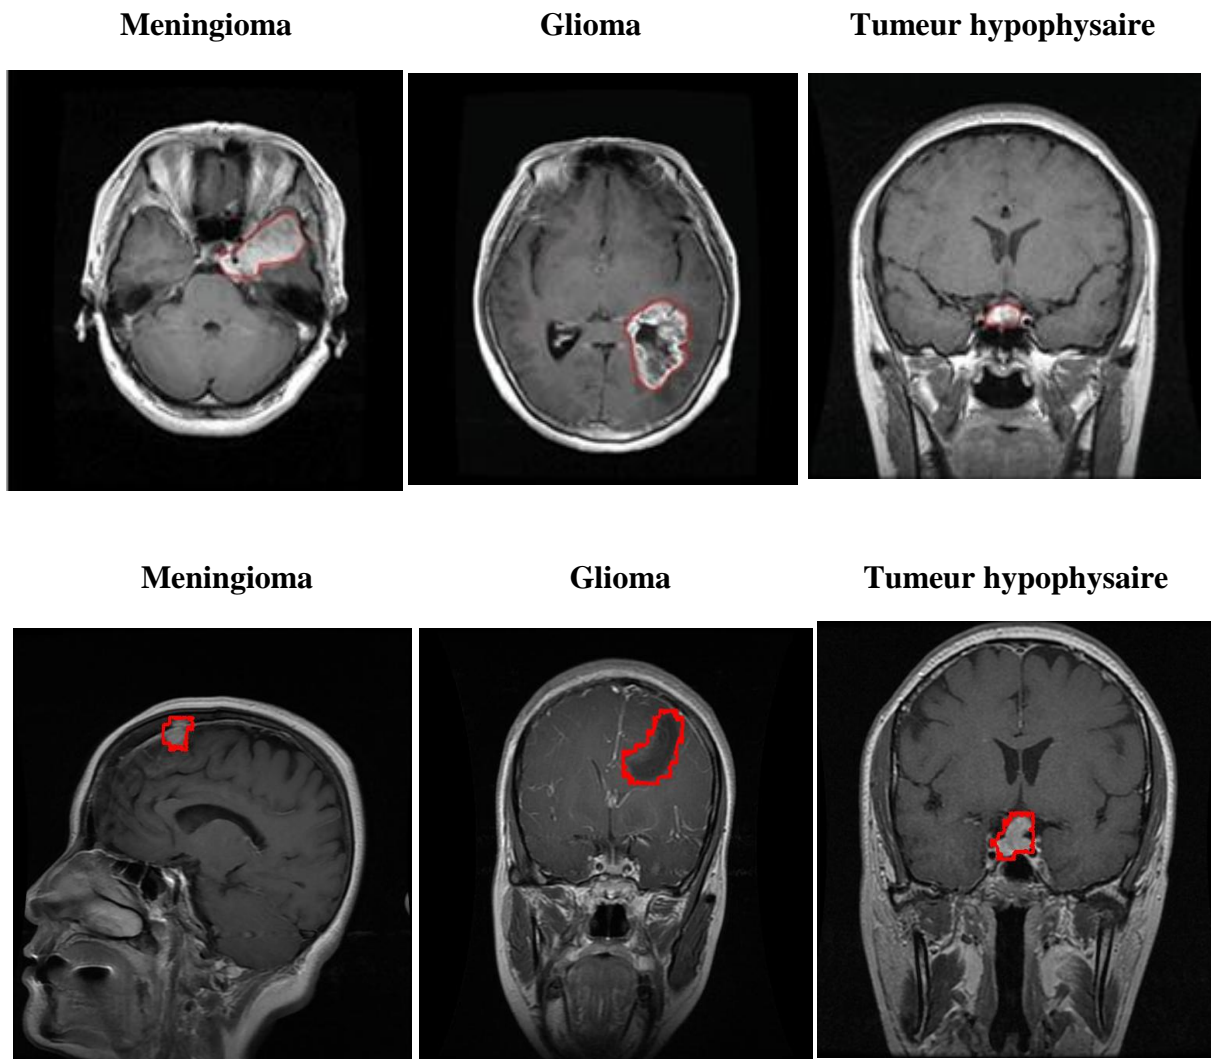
1 Exemples de quelques IRM cérébrales de la base de données utilisée.
